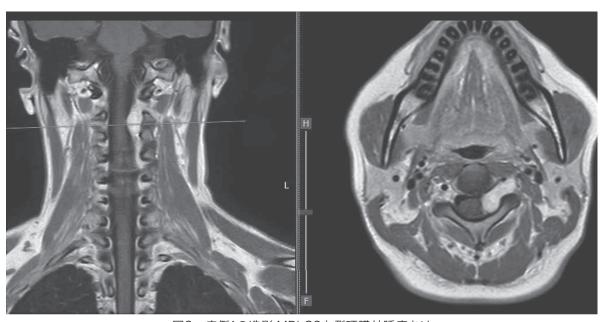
症例1の造影 MRI C2左側硬膜外腫瘍あり
